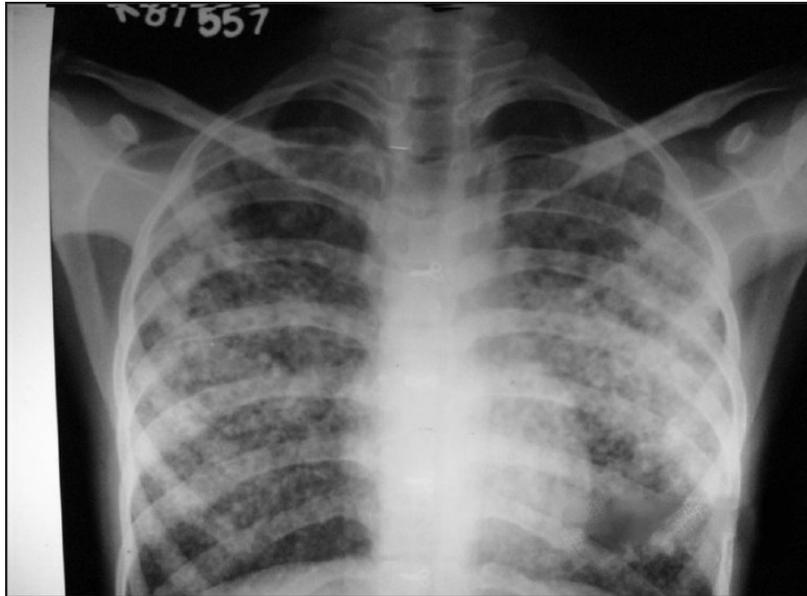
Röntgenhoraxaufnahme bei einem Patienten mit Lungenödem [63]
